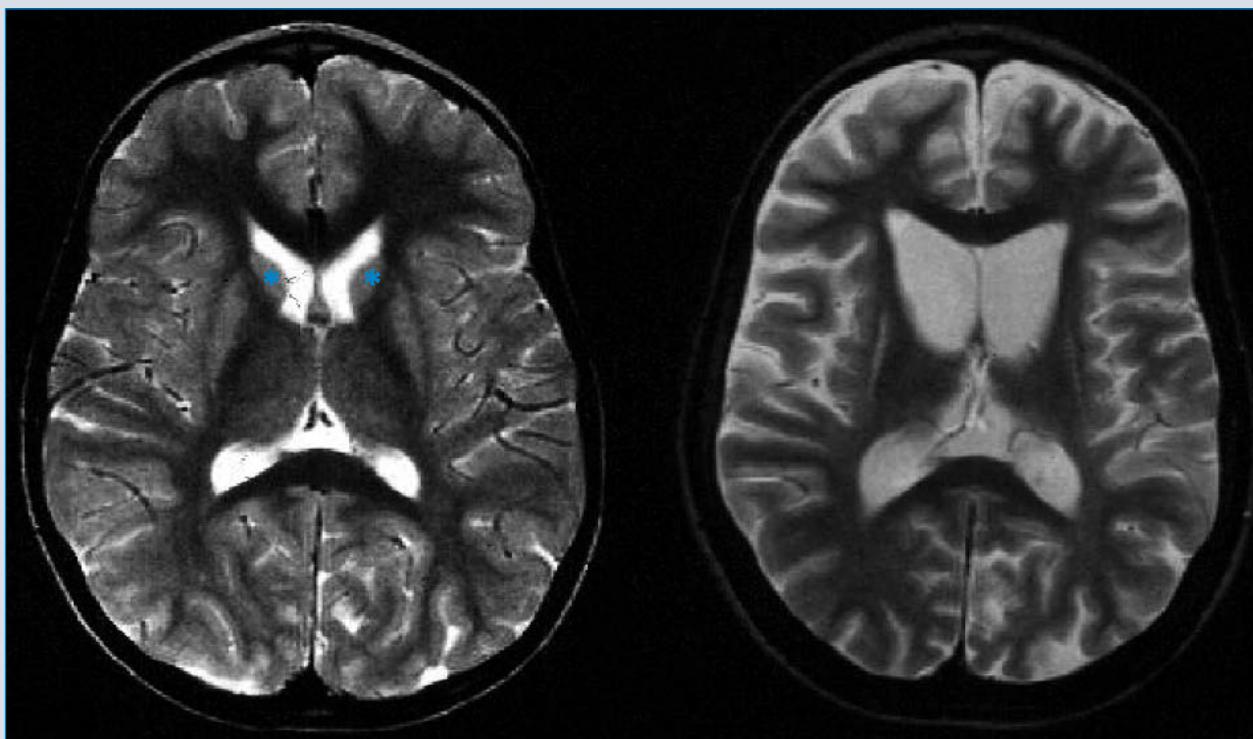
Schädel-MRT (T2-Wichtung) der Patientin. a) Initiale Aufnahme mit 5 3/4 Jahren mit regelrechter Darstellung der Ncl. caudati (*). b) Aufnahme mit 12 Jahren. Man erkennt die Atrophie der Ncl. caudati mit konsekutiver Erweiterung der Seitenventrikel. Zudem globale Hirnatrophie.
